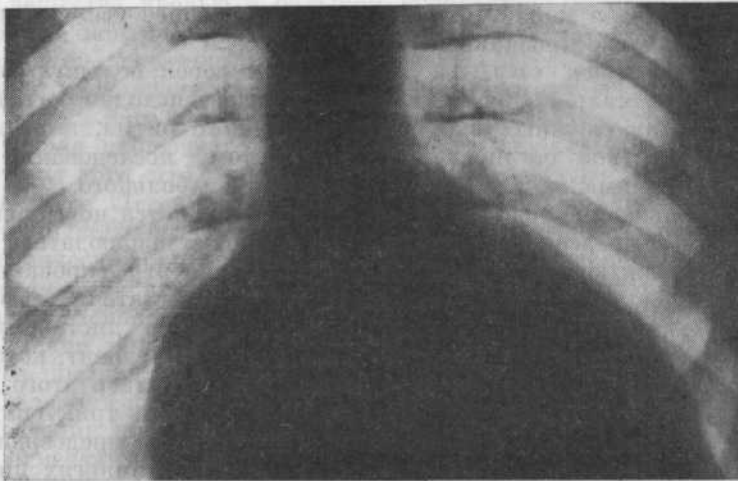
Рентгенограмма грудной клетки больного с аномалией Эбштейна. Легочный рисунок обеднен, определяется выраженная кардиомегалия за счет резкого увеличения правого предсердия.
